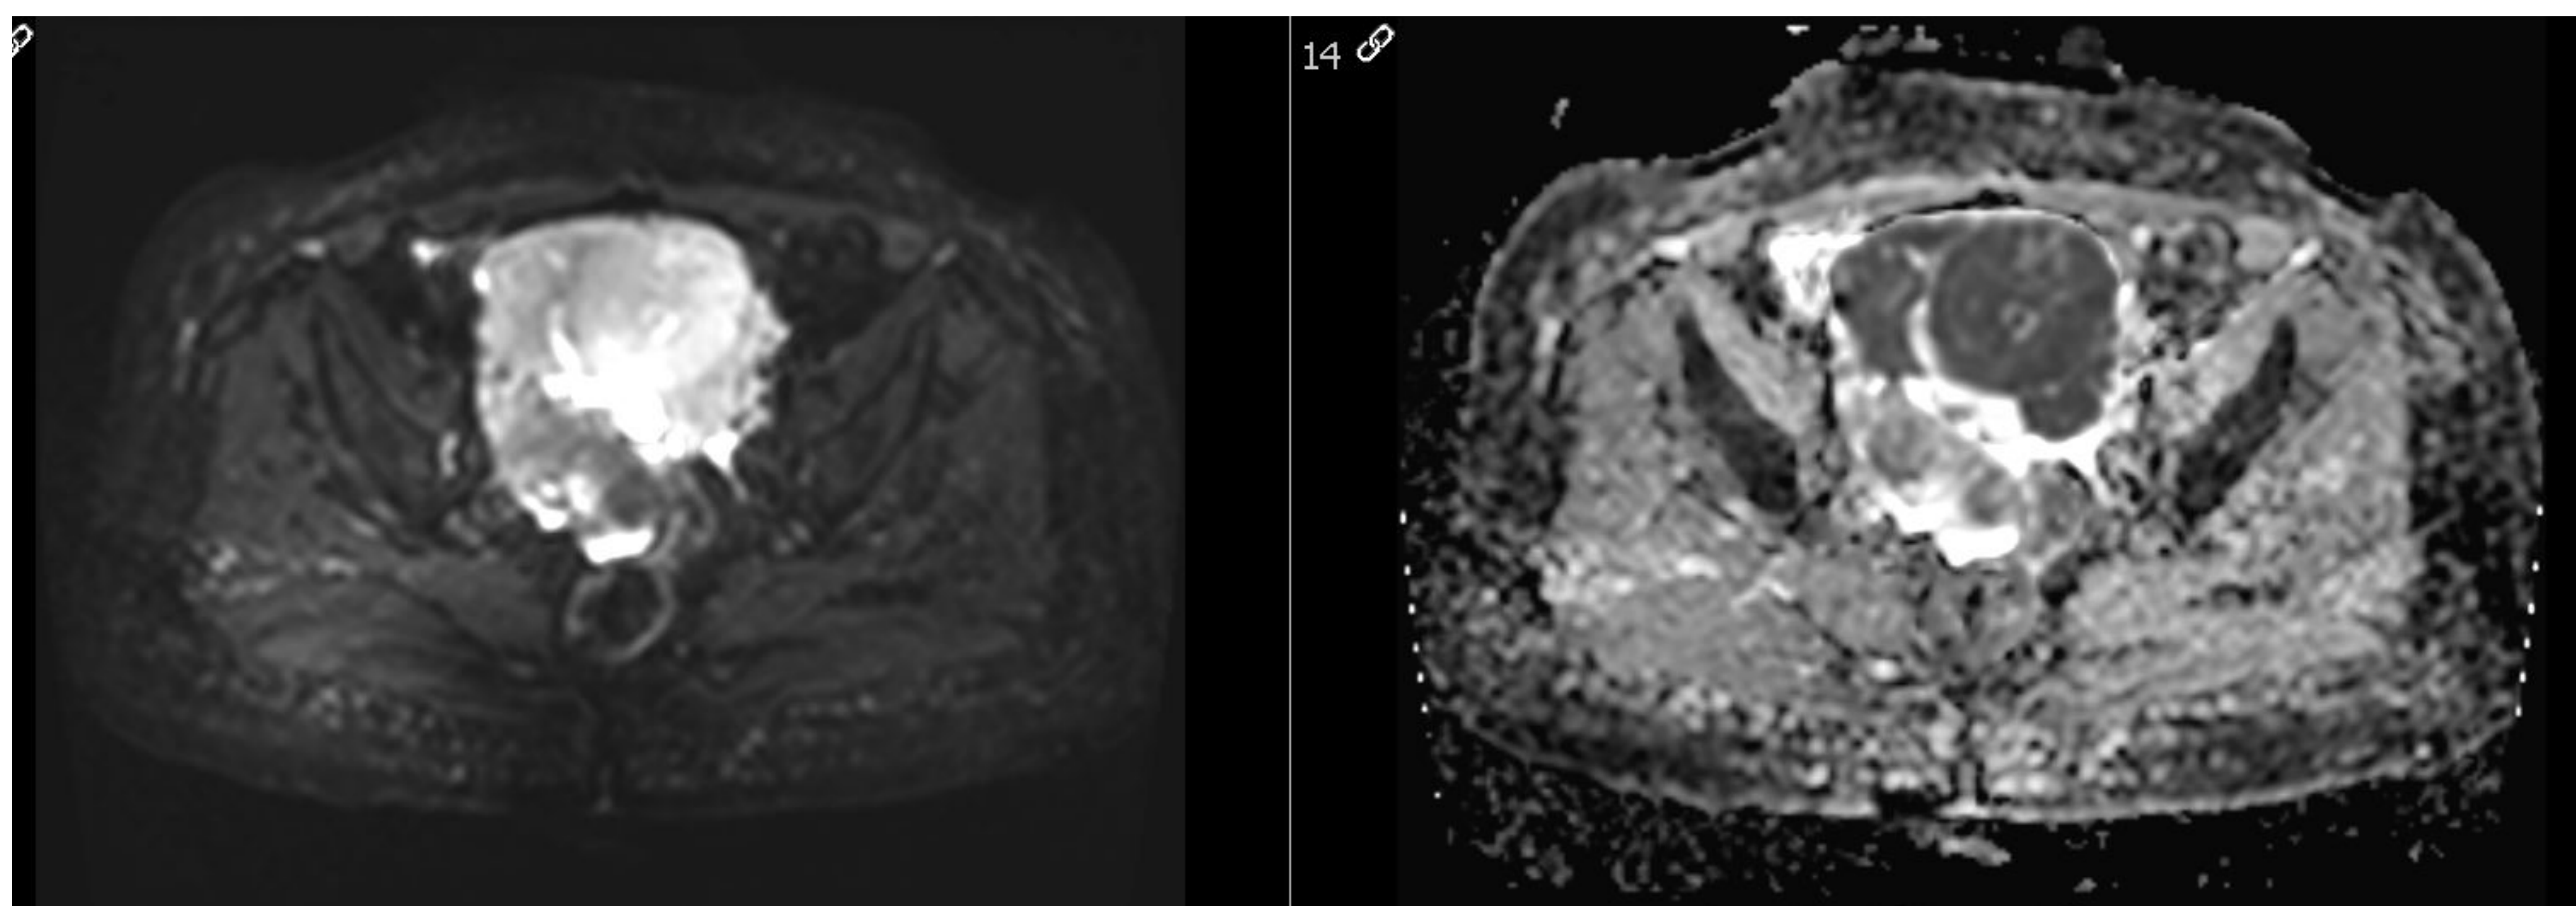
RM pélvica con linfoma ovárico que muestra una hiperintensidad en imágenes potenciadas en difusión (A) e hipointensidad en el mapa ADC (B) debido a su alta celularidad.
